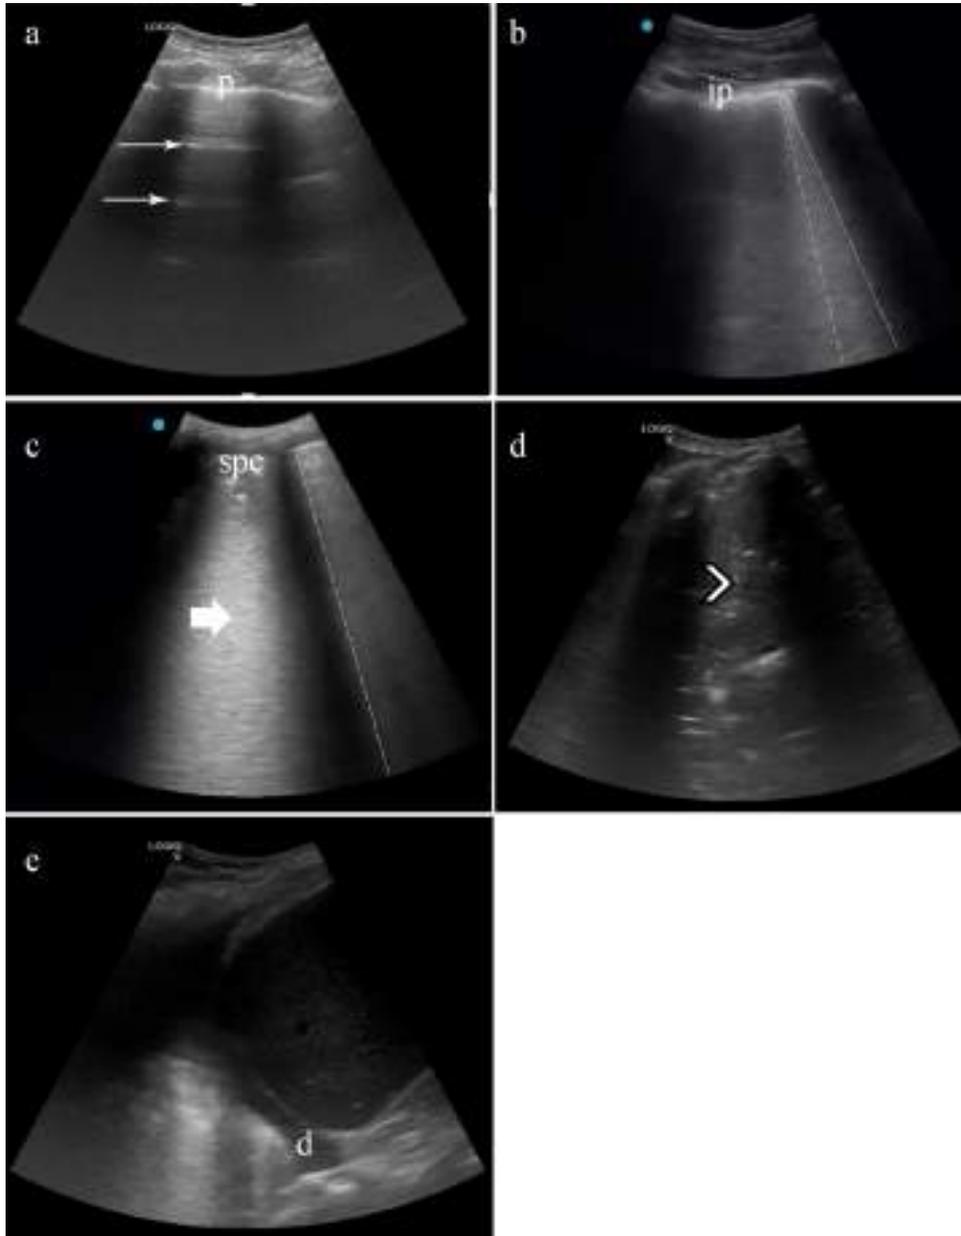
Lung ultrasound in patients with COVID-19 and lung score. (a) A lines: pattern of horizontal (thin arrow) lines parallel to pleura (p). (b) Focal B lines. Pattern of vertical lines that reach the depth of field and start from the pleura line (dashed line). The pleural line is fragmented, like irregular pleura (ip). (c) Confluent B lines. In the form of a “white lung” (thick arrow) the B lines (dashed line) converge. The pleural line increases her irregularity, generating a subpleural consolidation (spc). (d) If the subpleural consolidation progresses, or in superinfection cases, translobar consolidations appear (arrowhead), achieving a look liver tissue-like. Pleural effusion could appear in severe cases (d). Lung score: We summed every area’s points, obtaining the patient’s lung score, ranging from 0 to 33. *: Irregular pleural lines and focal B lines = 1 point, : Confluent B lines = 2 point, *: Subpleural or lobar consolidation or pleural effusion = 3 points.
